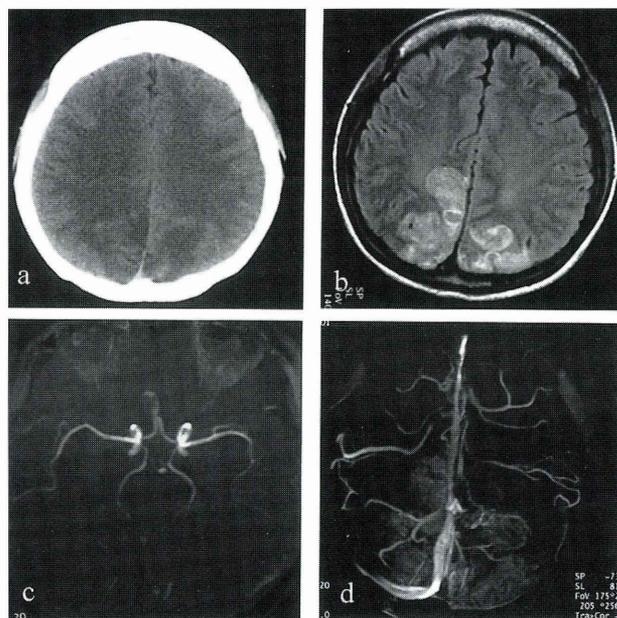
入院時頭部 CT (a), MRI-FLAIR (b), MRA (c) (d)
